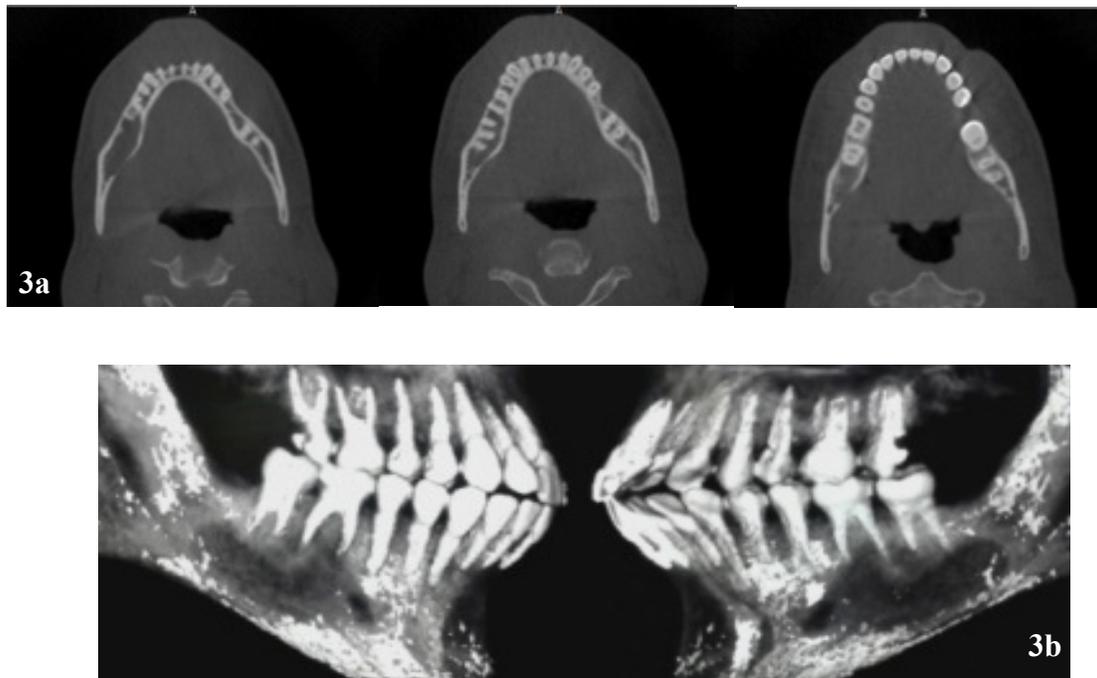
a: CBCT distintos cortes axiales tercio apical, medio y cervical; b: reconstrucción 3D.
